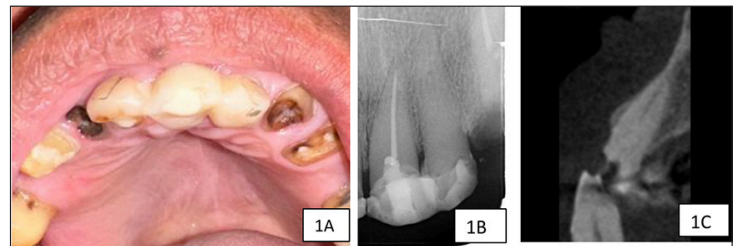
A): Fotografía clínica, B): radiografía periapical previa y C): TCHC previa del diente 2.2. Se observa restauración extensa, calcificación de cámara y canal hasta tercio medio.
